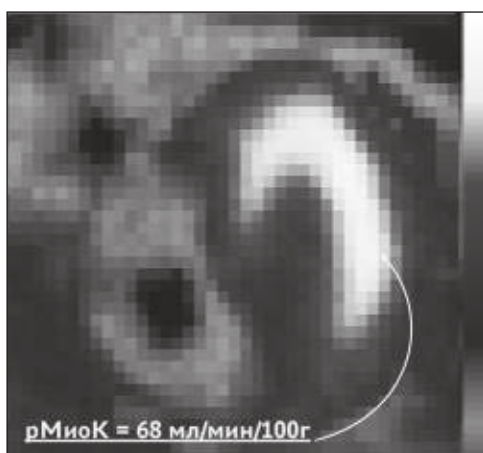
Перфузионная КардиОФЭКТ с <sup>99m</sup>Tc-Технетрилом у пациента контрольной группы без признаков заболеваний сердечно-сосудистой системы, реконструированная по длинной оси левого желудочка
